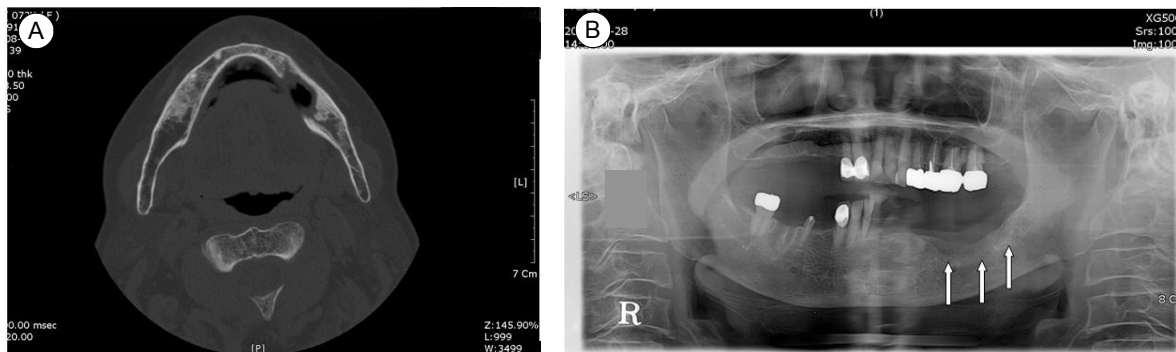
(A) Initial CT scan, transverse view. Low attenuated intrabony lesion and destructive bony change of left mandibular body area. (B) Panoramic radiograph. A osteolytic lesion in the edentulous ridge of left mandibular body on initial examination.
